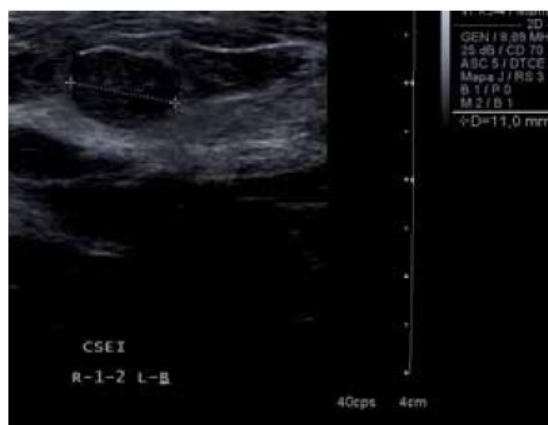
Ultrasonido mamario. Representación de un ultrasonido mamario. Demuestra la imagen de un ultrasonido donde se destaca el tejido mamario. Fuente: Lara, Olmedo (2011).
